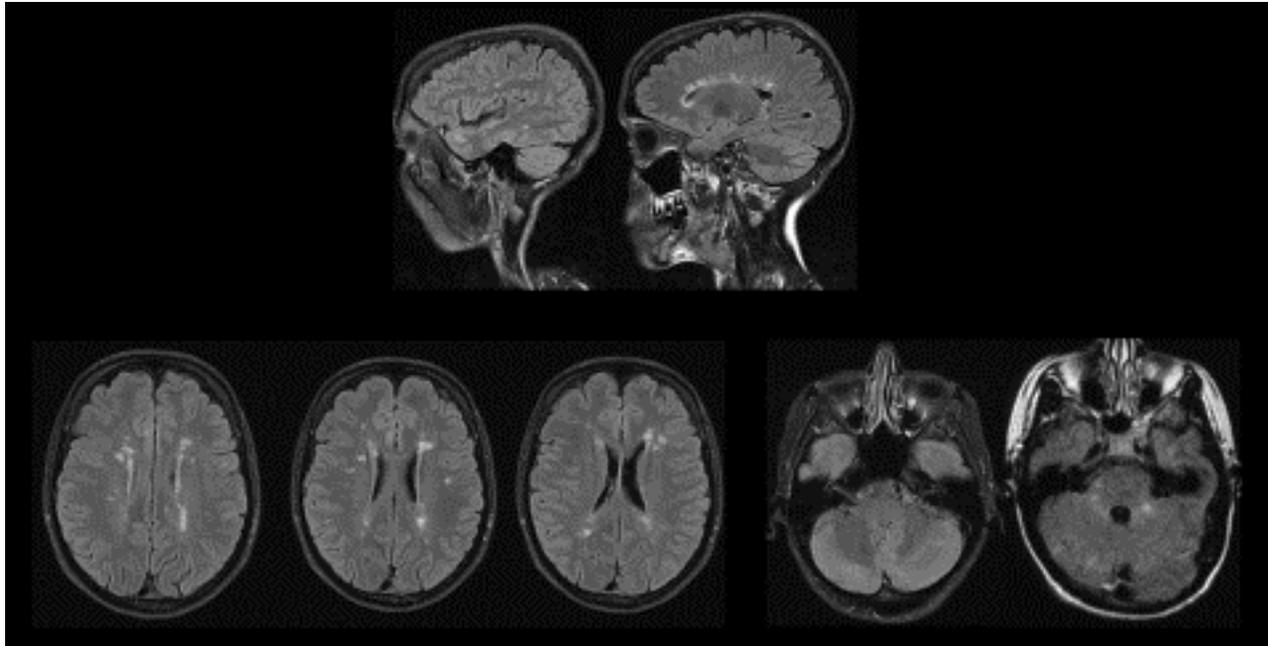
Edwards MRT des Gehirns zeigt multiple, nicht-anreichernde Läsionen.
